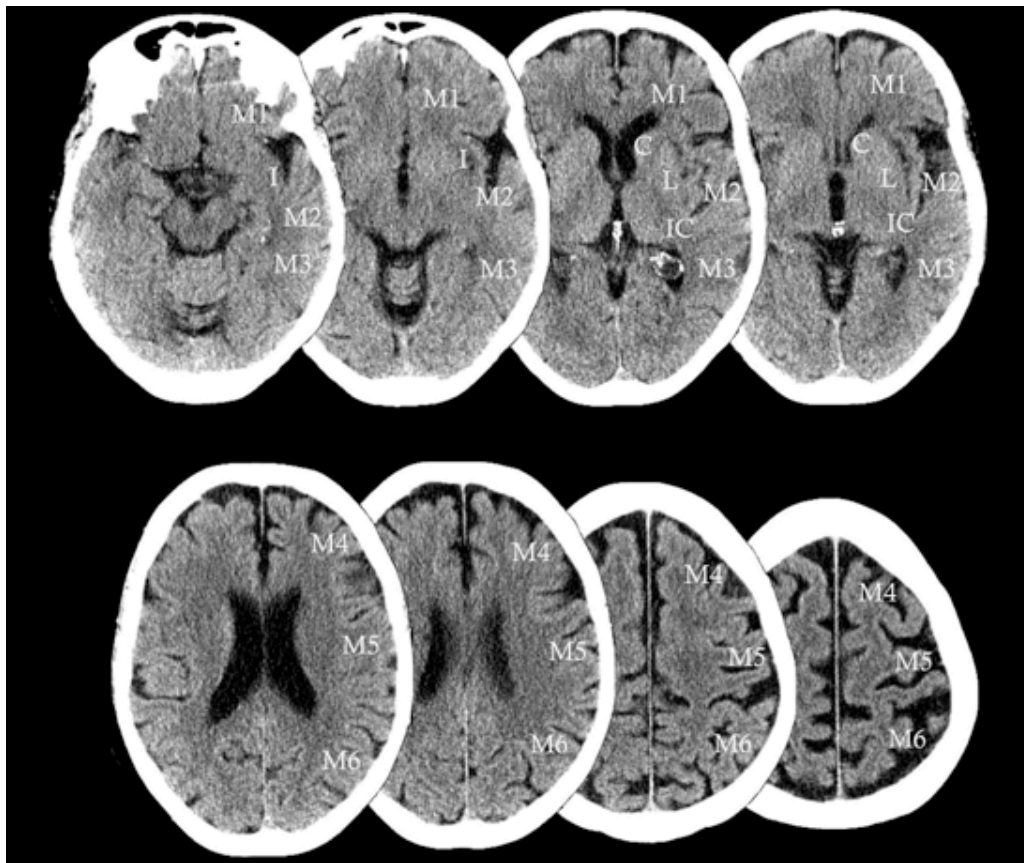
Alberta Stroke Program Early CT score (ASPECTS) est un score quantitatif en 10 points topographiques
